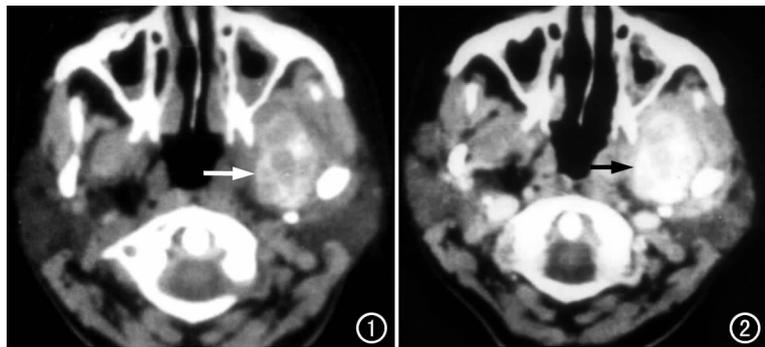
CT平扫示左侧颞下窝椭圆形不均匀性钙、骨化影(箭),边缘光滑清晰。图2 CT增强示平扫病灶内低密度区强化(箭)。
